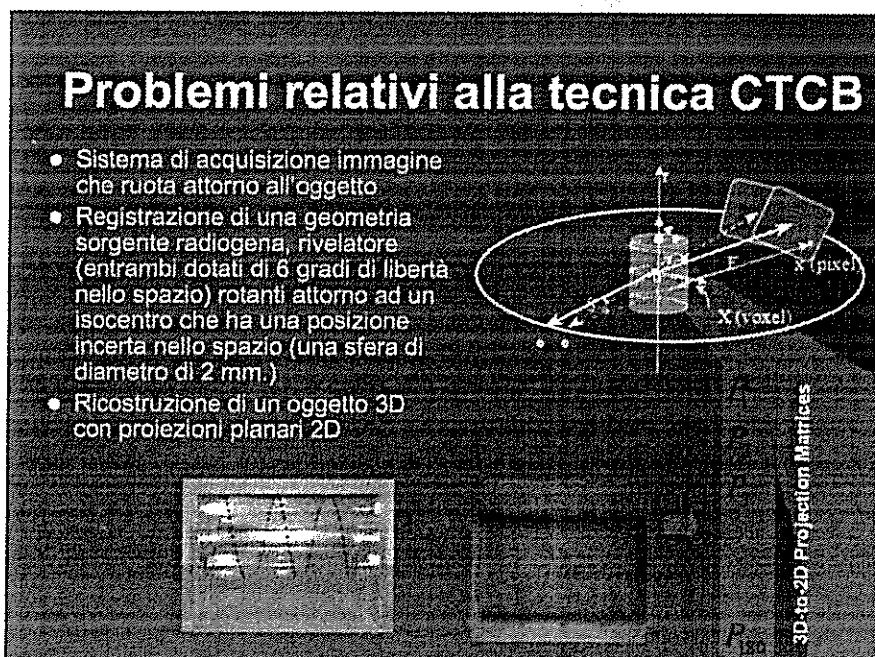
Problemi relativi alla tecnica CBCT
